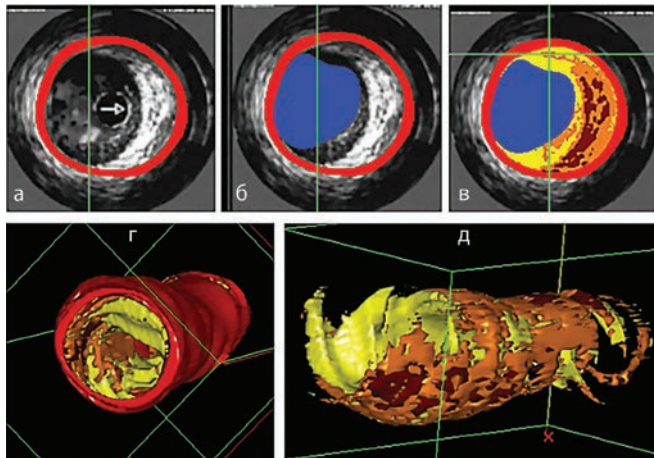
Способ цветового картирования данных ВСУЗИ (В.В. Демин и соавт.): а) сегментирование представительных кадров на основе гистограммы интенсивности яркости изображения с окраской стенки сосуда; б) сегментирование представительных кадров с окраской просвета сосуда; в) сегментирование представительных кадров с окраской атеросклеротической бляшки; г) изометрическое изображение сегмента сосуда; д) результирующее объемное изображение атероматозной бляшки с цветовым выделением участков различной плотности; цветовые обозначения: желтый цвет – «мягкие» бляшки, оранжевый – фиброзные, коричневый – кальцинированные.
